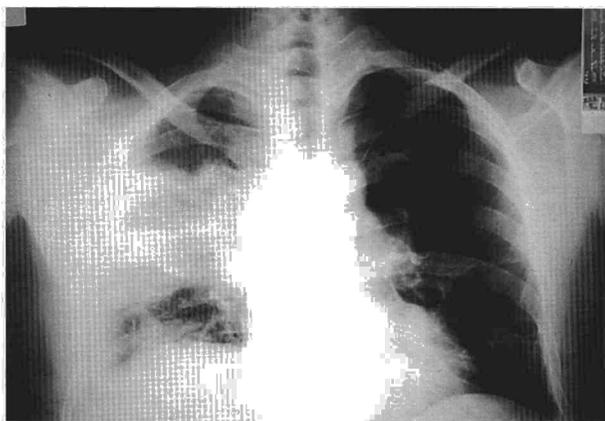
Radiografía posteroanterior de tórax, en la que se aprecia un infiltrado pulmonar en el lóbulo superior derecho con derrame pleural.
